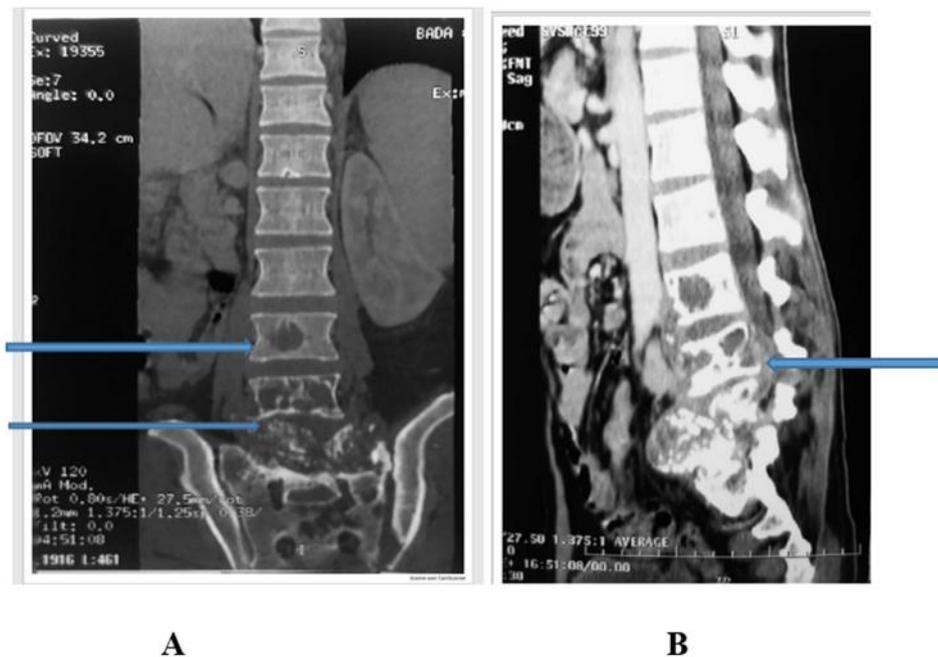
reconstitution sagittale d'une TDM lombaire montrant des lésions ostéolytiques hypodenses de L3 à S1 (A) ; associées à un abcès para-vertébral (B) dont la ponction échoguidée associée au test Xpert MTB/RIF a confirmé le diagnostic de Mal de Pott (Source : service de rhumatologie du CHU Sylvanus Olympio)
